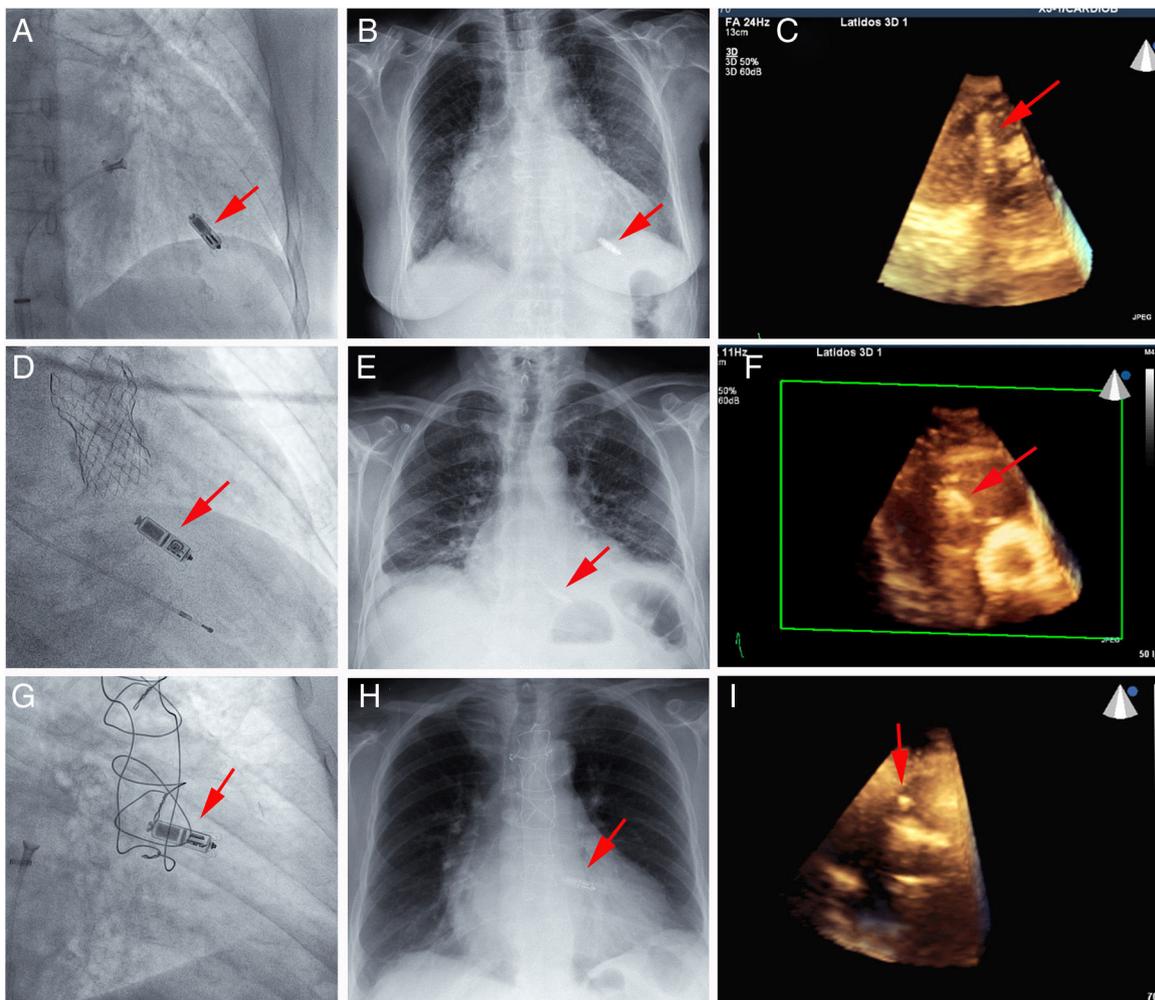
Se muestra el marcapasos sin cables en proyección oblicua anterior derecha durante el implante, la radiografía de tórax de control (proyección posteroanterior) y la imagen del dispositivo (flecha) mediante examen con ecocardiografía transtorácica tridimensional en las localizaciones septoapical (A-C), medioseptal (D-F) y en tracto de salida del ventrículo derecho (G-I). 3D: tridimensional.
